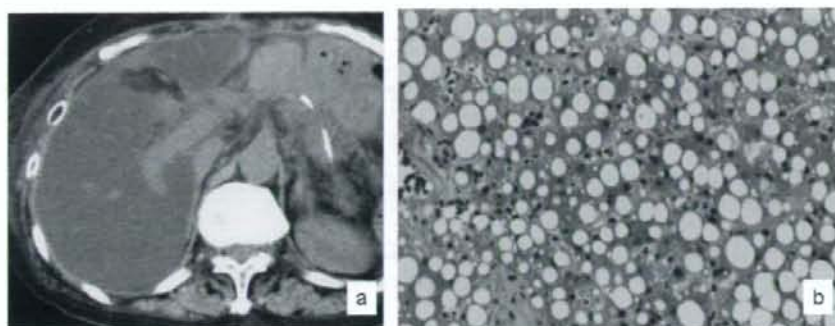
a: IPMN に対して幽門輪温存脾頭十二指腸切除を施行したところ術後32日目 CT にて高度脂肪肝(4 HU)を指摘された。b: 肝機能異常(AST: 432 IU/l ALT: 306 IU/l)を認めたため肝生検を施行したところ Brunt 分類 stage2 の MASH と診断された。
